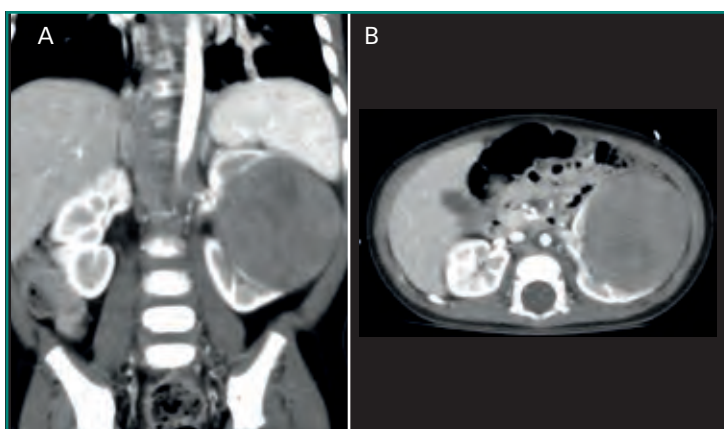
Tumor de Wilms. Niña de 4 años de edad. Angio-TC de abdomen con adquisición de imágenes en fase arterial. A: corte coronal; B: corte axial. Se identifica una lesión ocupante de espacio, con origen en del riñón izquierdo (“signo de la garra”). El tumor es relativamente hipovascular.
